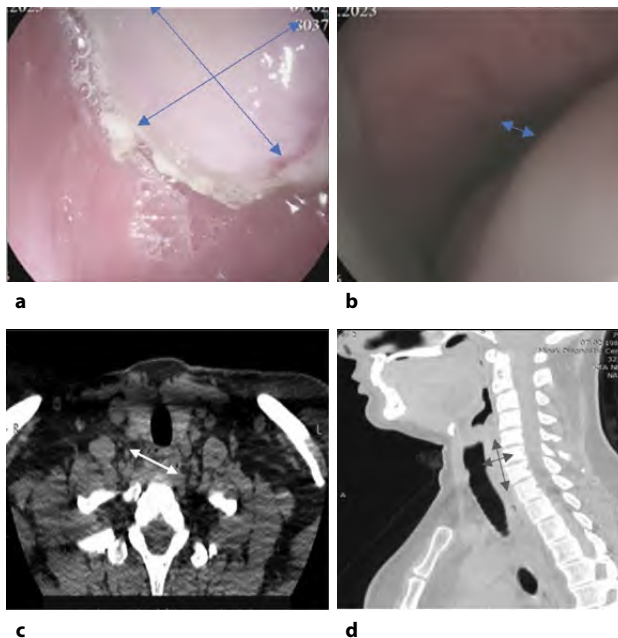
КТ-эндоскопическая диагностика опухоли пищевода: эндоскопическая картина подслизистой опухоли пищевода (а), суживающей его просвет (б); КТ-верификация опухоли пищевода на аксиальном (с) и сагиттальном (д) срезах
